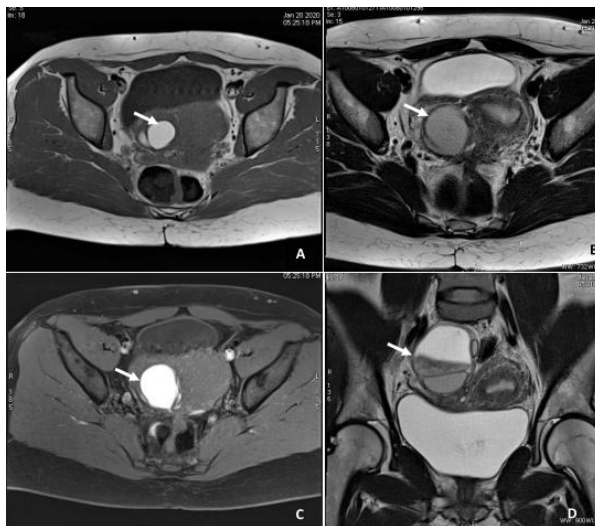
Patiente de 33 ans, IRM pelvienne montrant un kyste endométriosique ovarien droit se présentant en hypersignal T1 (A), en hyposignal T2 (B). Persistance de l'hypersignal T1 après suppression du signal de la graisse (C). Sur la coupe coronale T2 (D), on note que l'hyposignal occupe seulement une partie du kyste avec un niveau liquide-liquide.
